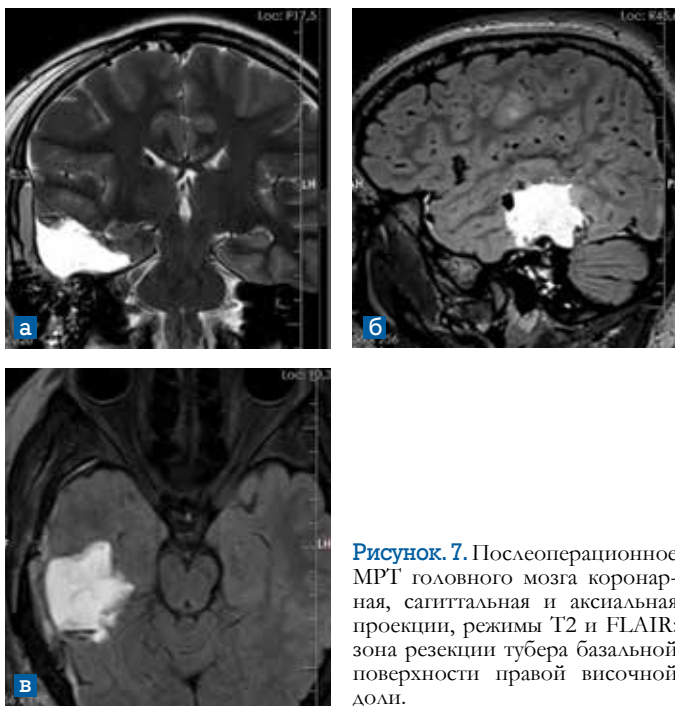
Послеоперационное МРТ головного мозга коронарная, сагиттальная и аксиальная проекции, режимы T2 и FLAIR: зона резекции тубера базальной поверхности правой височной доли.
